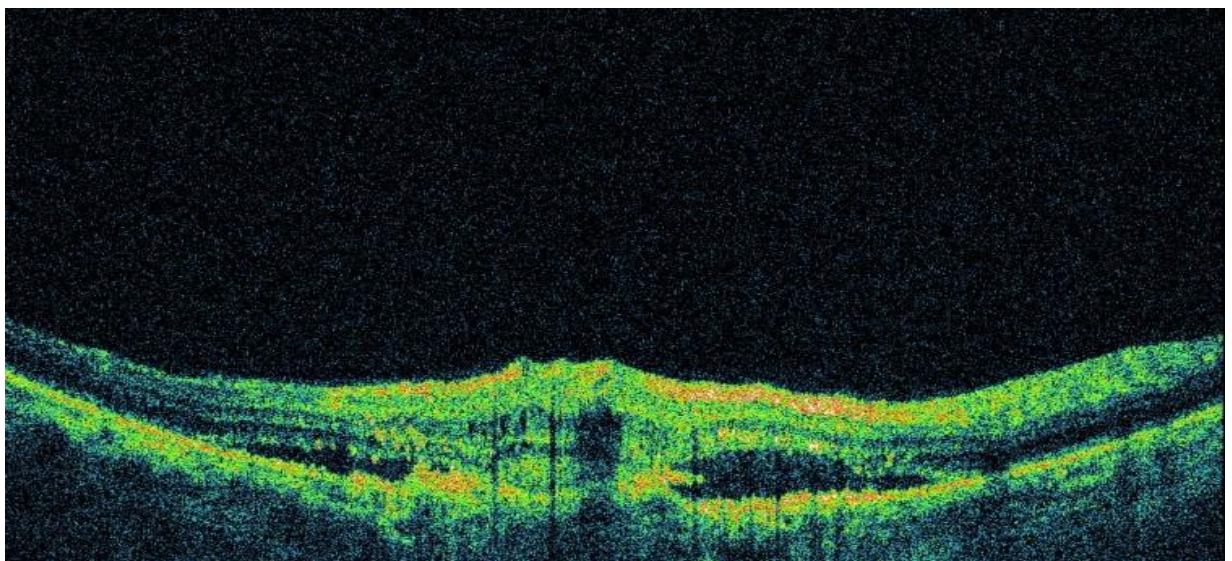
Examenul tomografiei în coerență optică arată decolarea de retină neurosensorială, prezența de membrană neovasculară clasică localizată între foițe (localizare între epiteliul pigmentar și retina neurosensorială), creșterea grosimii foveei, multiple chisturi de diferite dimensiuni.
